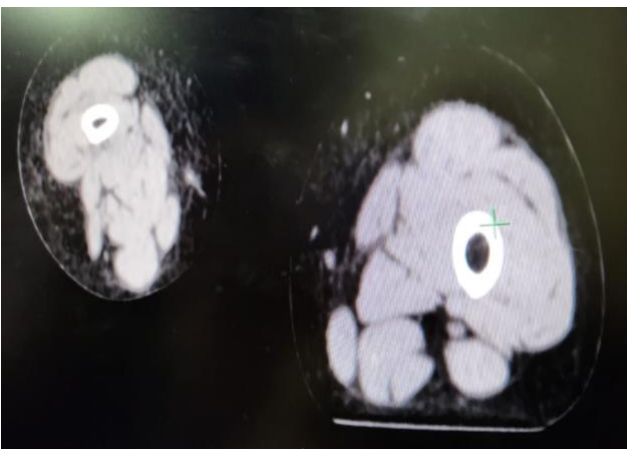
Imagen por tomografía computarizada, corte transversal del tercio medio de fémur derecho e izquierdo de dos pacientes con artropatía hemofílica de rodilla.
